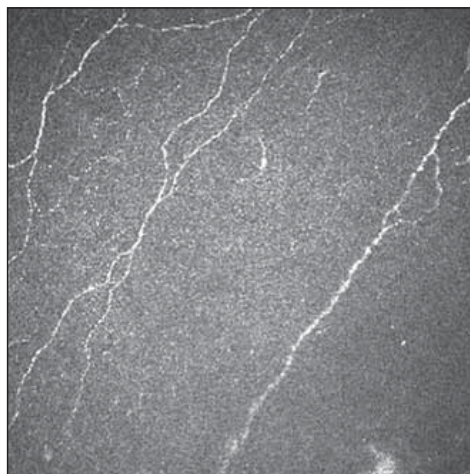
Physiological configuration of subbasal plexus as captured by Heidelberg Retina Tomograph III.
